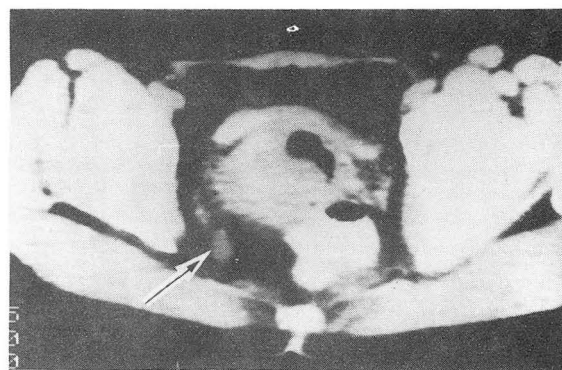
CT scan reveals a small ovoid mass density in the right pelvic cavity mimicking lymphnode enlargement. There was no lymphnodal metastasis at surgery.
